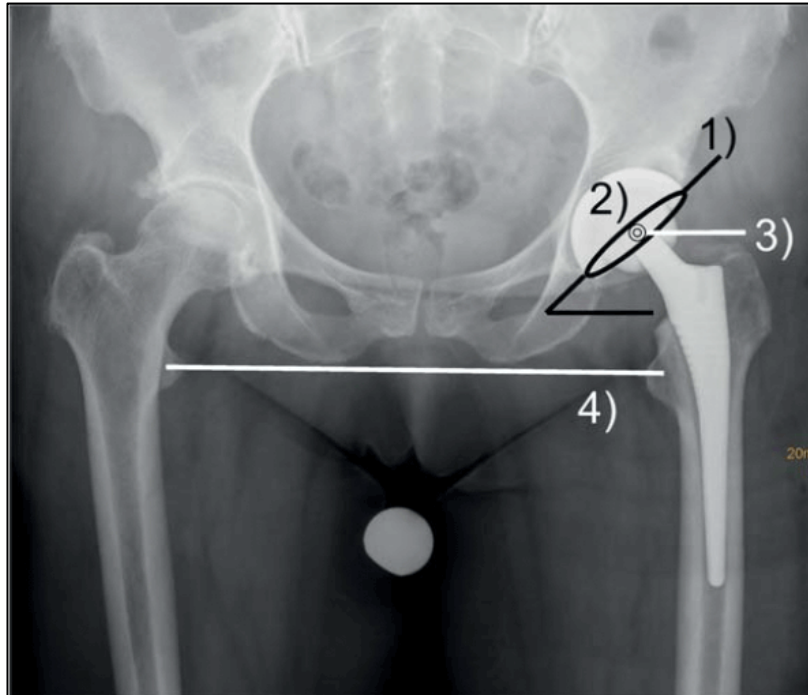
Röntgenaufnahme des Beckens nach Implantation einer Hüft-Totalendoprothese.¹
